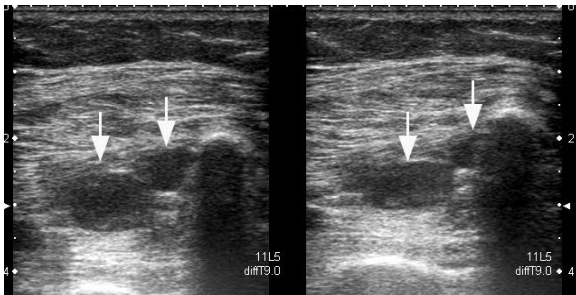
Trombosis venas peroneas. Ecografía modo B, plano axial desde cara externa de pantorrilla, se observan las venas peroneas (izquierda) que no se colapsan con la compresión.
